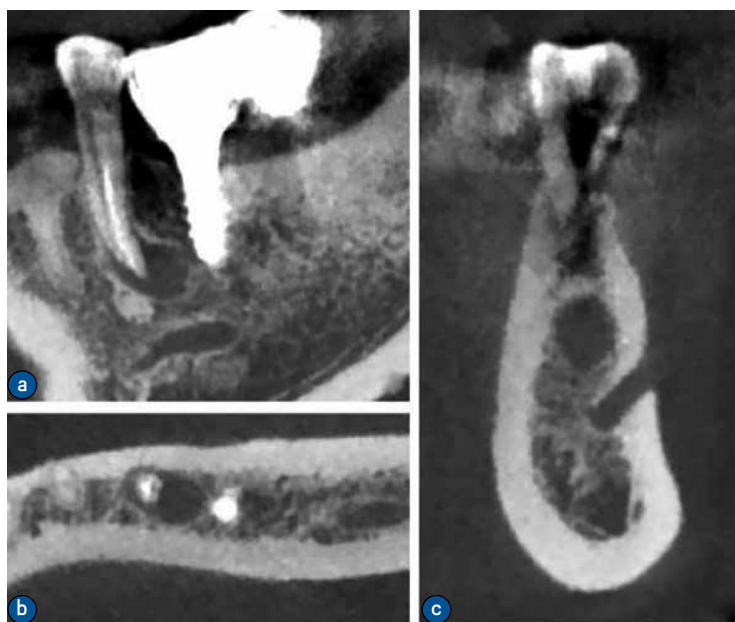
35根尖囊肿术前CBCT影像。a. 矢状位; b. 横断位; c. 冠状位
